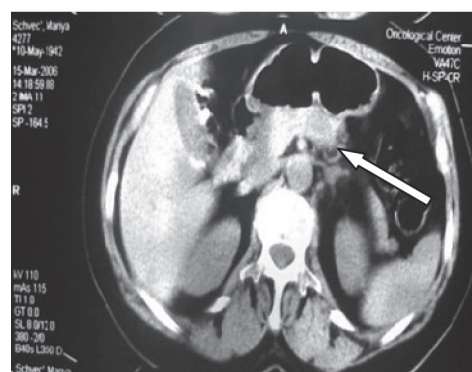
Комп'ютерна томографія:
